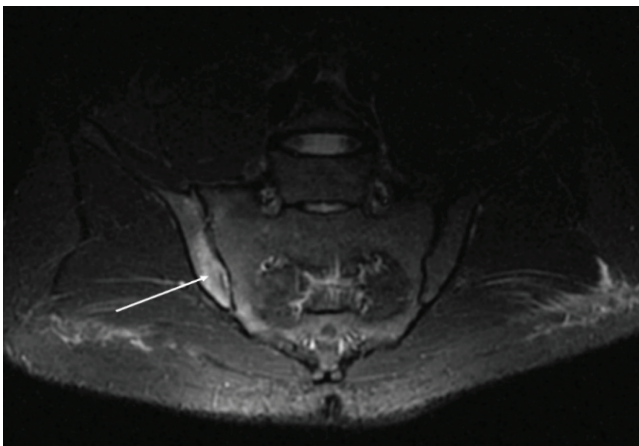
Магнитно-резонансная томография (полукоронарная STIR T2) крестцово-подвздошного сустава мужчины 22 лет, городского жителя, с диагнозом хронический бруцеллез. Клиническая картина: субфебрильная лихорадка, обильная ночная потливость, полиартрит в мелких суставах кистей рук, боль в ягодицах больше справа, миалгия, лимфоаденопатия, похудение на 8 кг, бессонница. Лабораторные данные: ревматоидный фактор – положительный; антитела к циклическому цитруллиновому пептиду – отрицательные; HLA-B27 – положительный; реакция агглютинации Райта 1:800; пластинчатая реакция агглютинации Хаддлсона 3+; антитела IgG к *Brucella* spp. – положительные. Выявлен выраженный отек костного мозга в правой подвздошной кости. Заключение: активный правосторонний сакроилит
